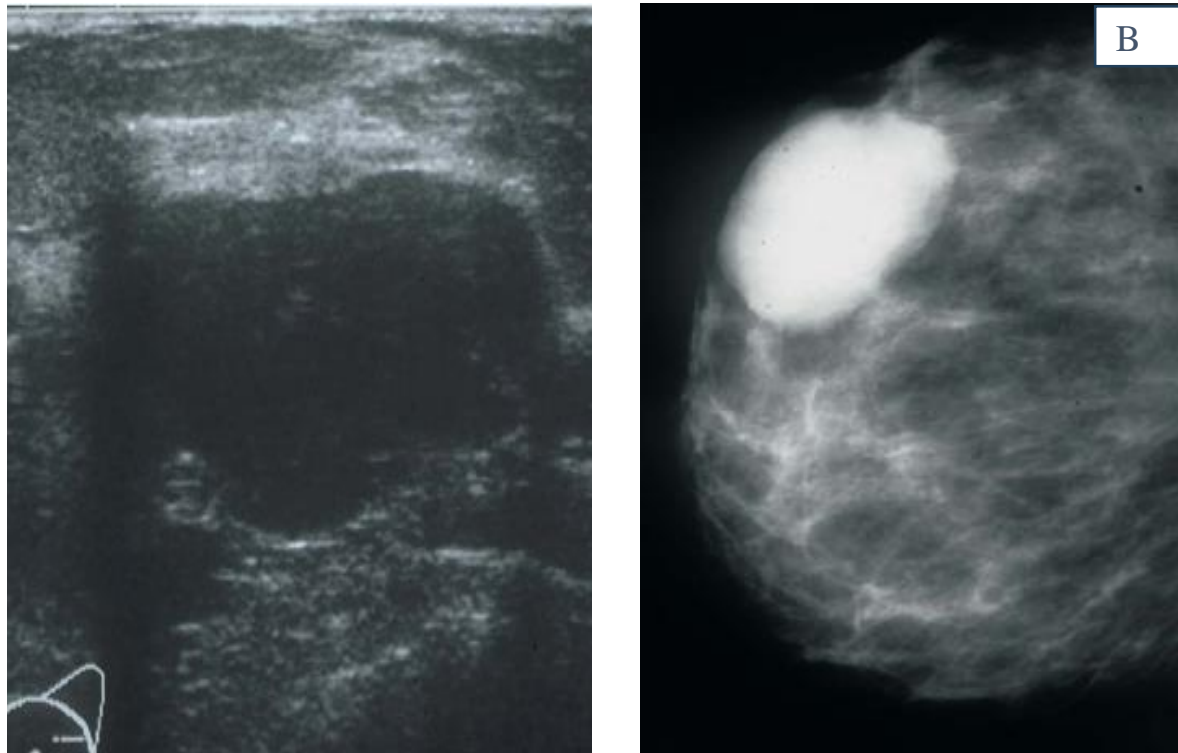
A) Image échographique de tumeur phyllode bénigne du sein B) Image mammographique.
